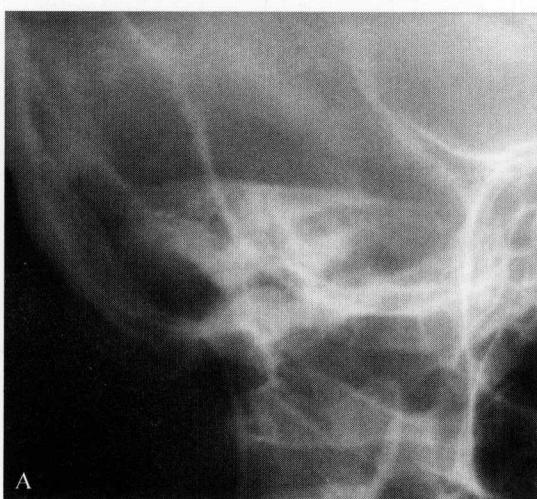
(右)、B(左) 斯氏位投照中耳乳突 X 线平片表现
